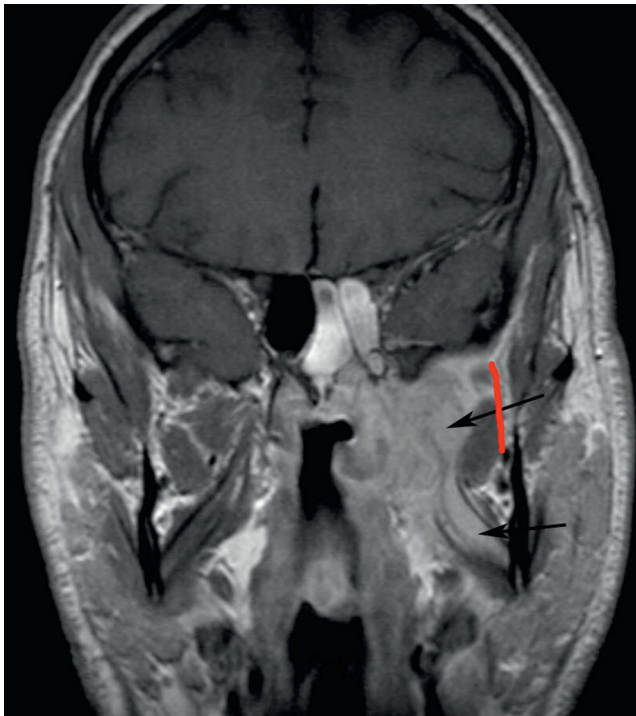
Tumeur du nasopharynx classée T2 Coupe IRM coronale en pondération T1 avec injection de gadolinium, sans saturation de la graisse : tumeur du cavum avec extension latérale directe, franchissement du fascia pharyngobasilaire, extension à l'espace parapharyngé puis à l'espace masticateur, avec infiltration des ptérygoïdiens (flèches) restant en dedans du bord latéral du muscle ptérygoïdien latéral (ligne rouge). Tumeur classée T2 (TNM8).
